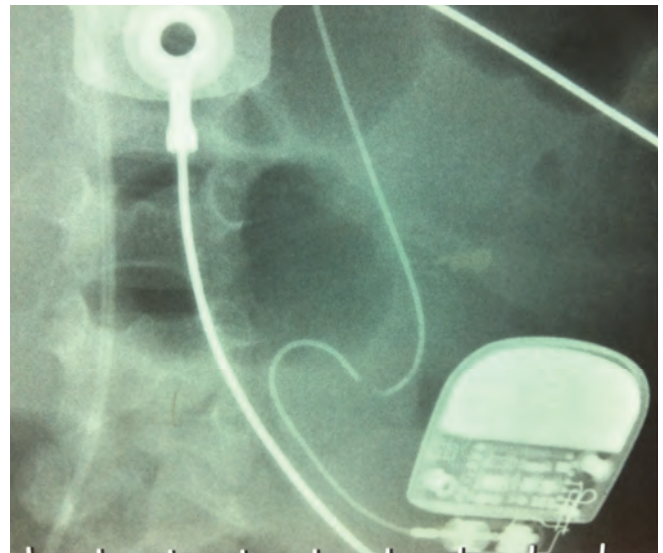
Disfunción del sistema de estimulación en pacientes portadores de marcapasos: Detalle de la radiografía de tórax-abdomen de una lactante con transposición de grandes arterias con comunicación interventricular y bloqueo AV postquirúrgico dependiente de marcapasos VVI que acude a Urgencias inconsciente y en situación de bajo gasto, precisando maniobras de reanimación e inicio de estimulación transtorácica. Se identifica rotura completa del cable-electrodo.
